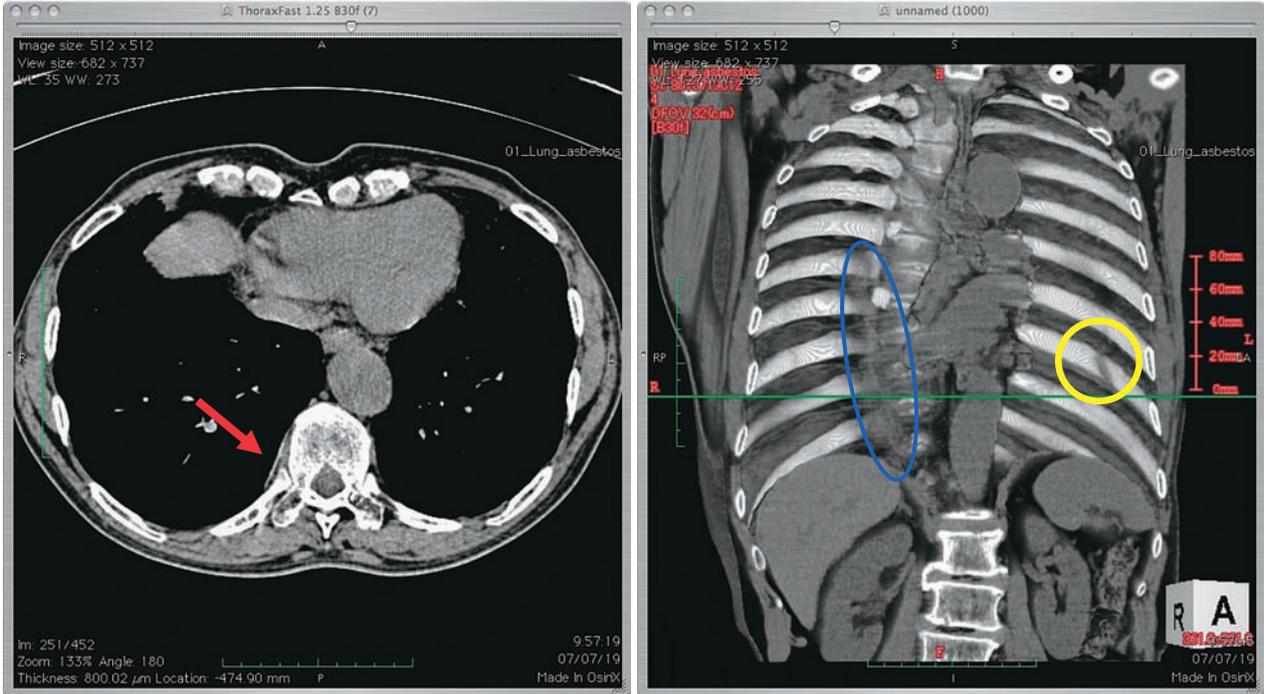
左：CT画像（縦隔条件） 右：胸壁3D表示（背面斜位像）
